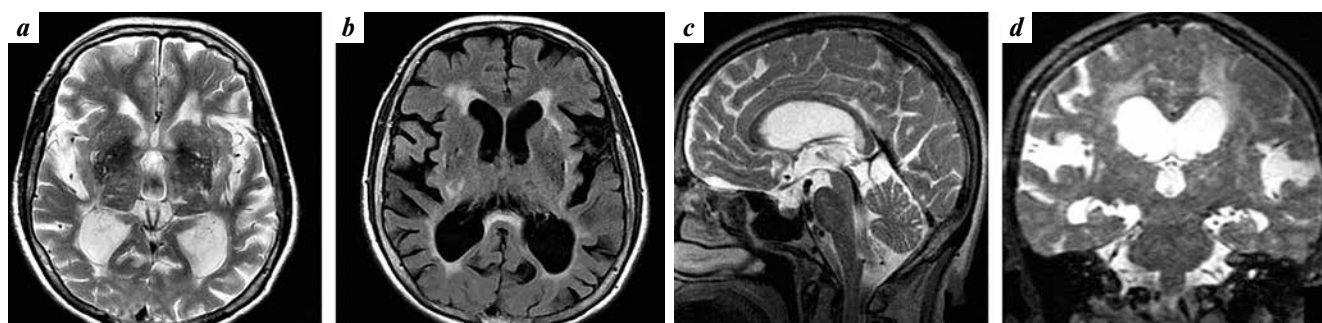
Hydrocephalus with DESH-symptom (AH4). Lateral ventricles and 3rd ventricle are enlarged (a, d). Sizes of the 4th ventricle close to normal (c). Premamillary membrane has a normal position, aqueduct and 4th ventricle outlets are free, that's confirmed by the "flow void" on the T2 scan (c). Frontal T2 shows a significant expansion of the lateral fissures, while subarachnoid spaces of the parasagittal and interhemispheric regions are compressed. Hyperintensive periventricular, subcortical and brain stem signal T2 and FLAIR (a, b, d)
